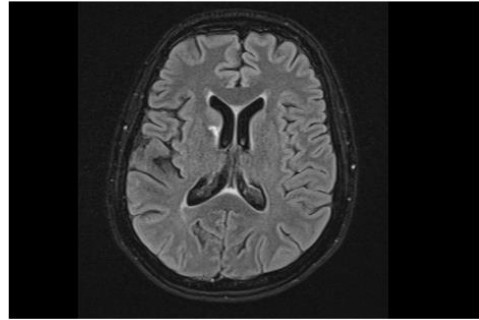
Diffusion-weighted MRI showing local hyperintensity.
